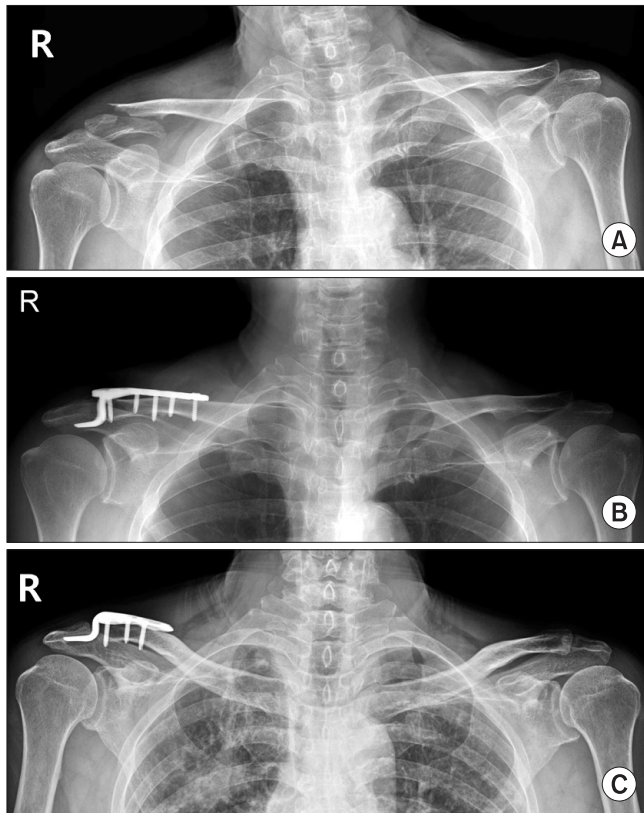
(A) Neer type IIA fracture of the distal clavicle in a 68-year-old man is seen. (B) Immediate postoperative radiograph shows normal cortical surface of acromion. (C) At postoperative three months, radiograph shows subacromial erosion around the tip of the Hook plate.
